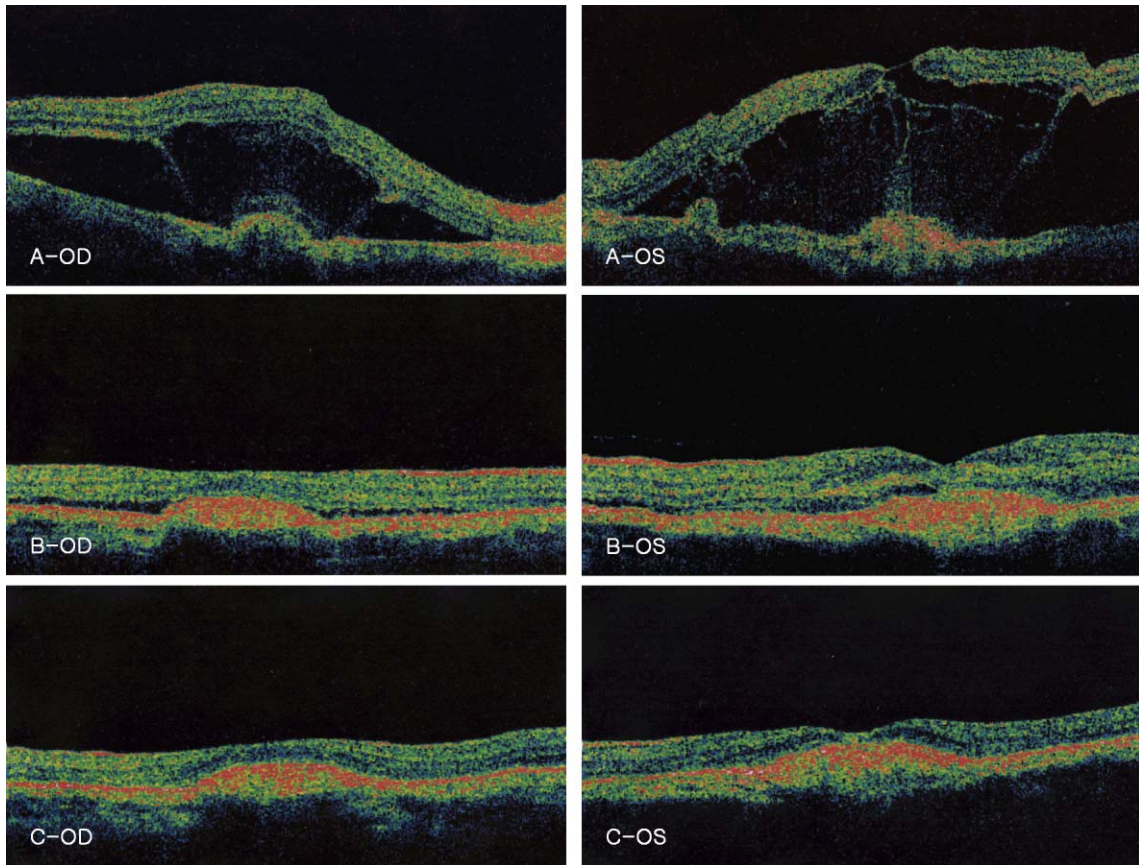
Optical coherence tomography (OCT) after photodynamic therapy (PDT) in a 56-year-old patient in both eyes.
